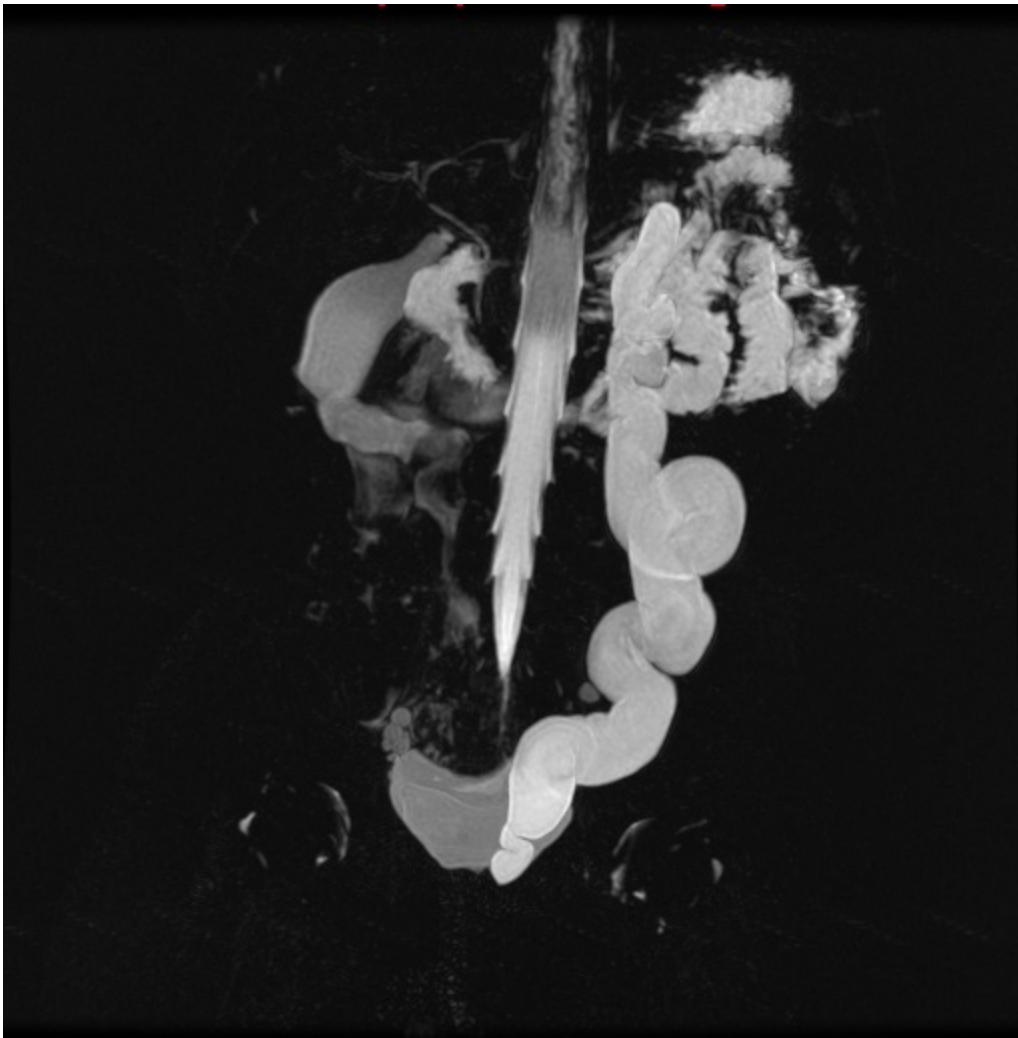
Imagen de reconstrucción por RM correspondiente al mismo paciente con megauréter de la Fig. 8.
